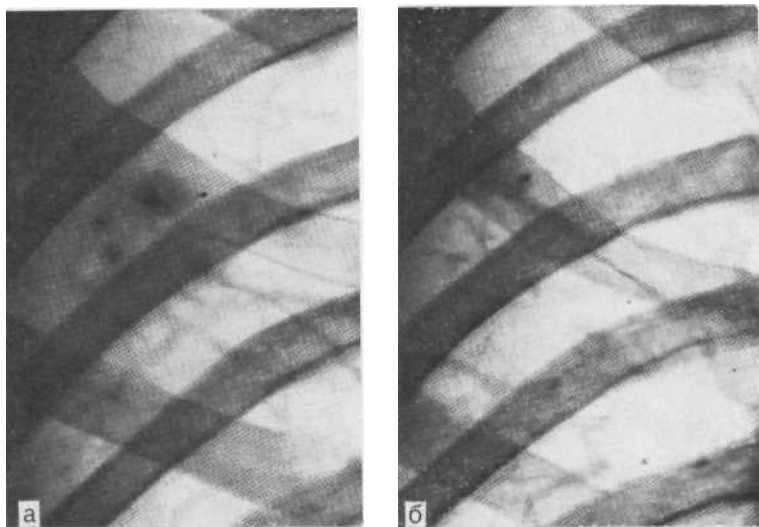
Фрагменты обзорной рентгенограммы.
